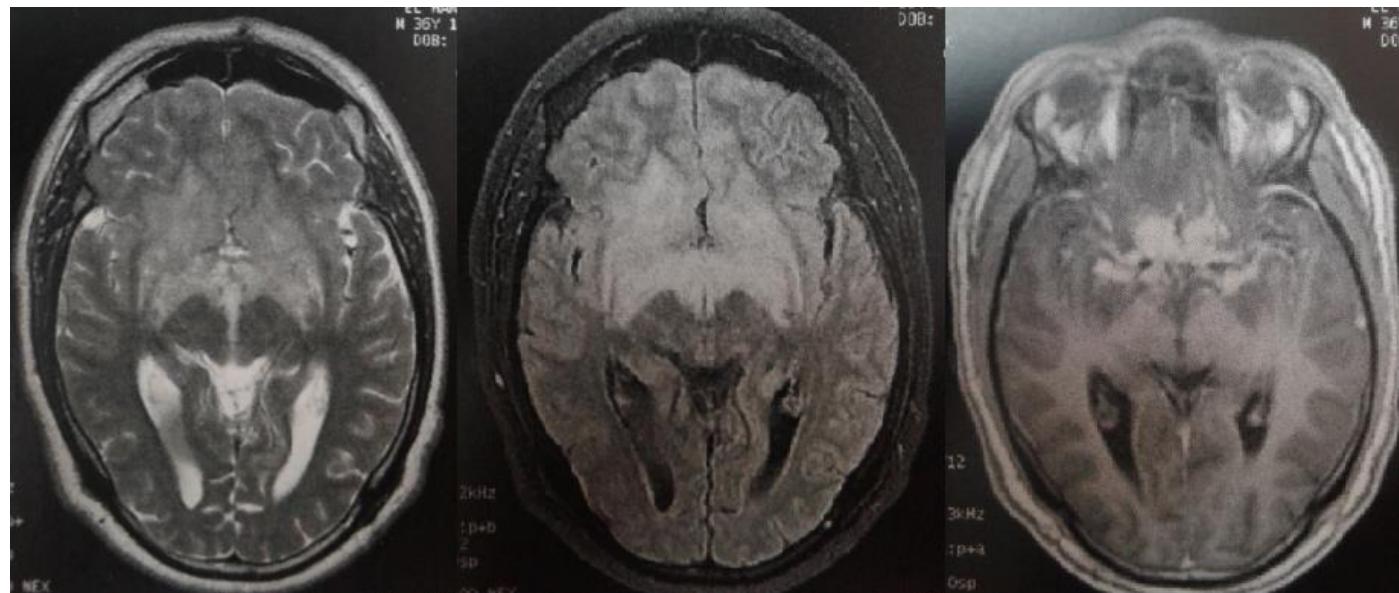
imagerie par résonance magnétique cérébrale montrant un processus expansif de la ligne médiane infiltrant hypersignal T2 FLAIR rehaussé après injection de gadolinium correspondant à une neurosarcoïdose
